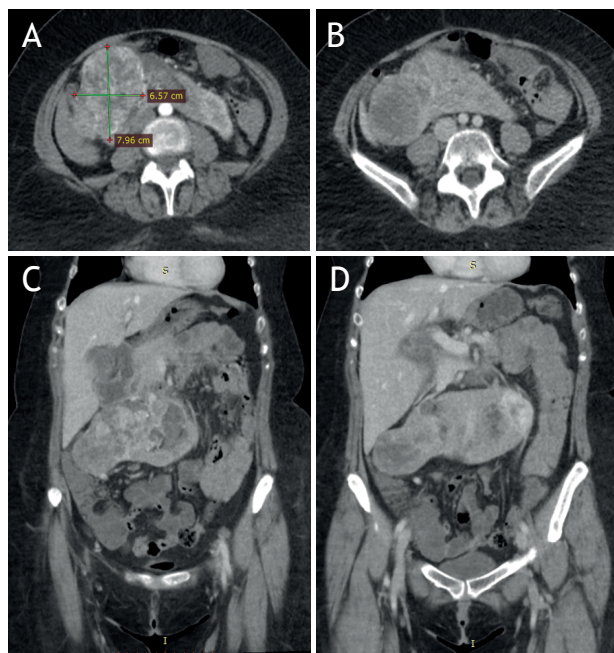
Tomografía axial computarizada contrastada preoperatoria, A) Corte axial en fase arterial B) Corte axial más caudal a imagen A en fase venosa C y D) Reconstrucciones coronales en fase arterial. En todas las imágenes, reemplazado toda la unidad derecha del riñón en herradura se identifica una masa de morfología irregular, contornos bien definidos, con realce heterogéneo que mide 6.57x7.96x6.23 cm
